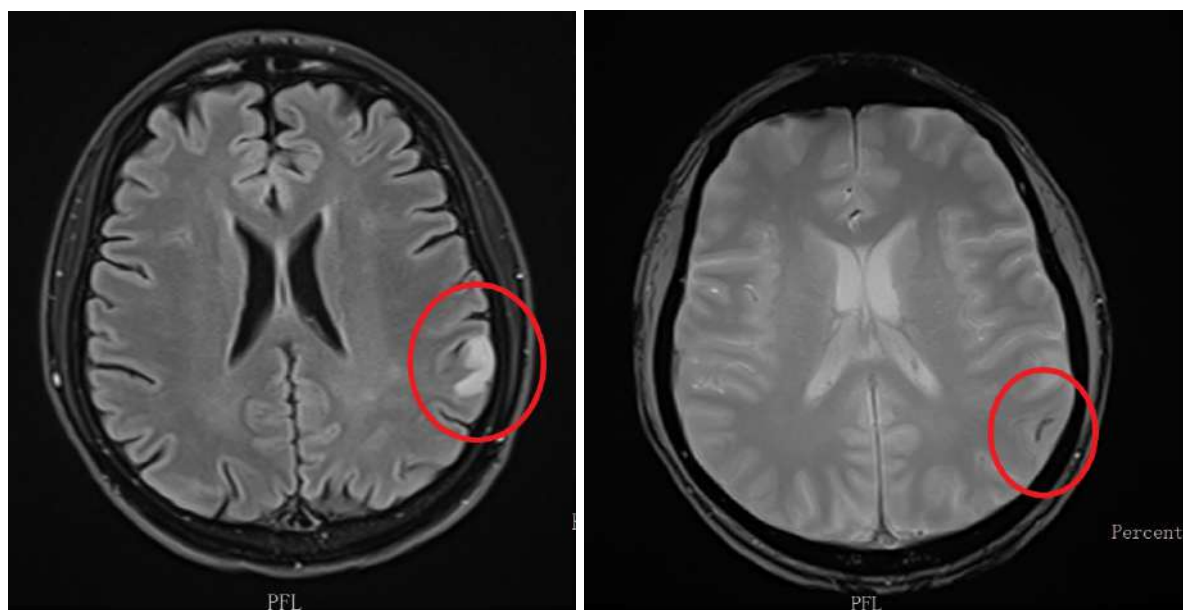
IRM cérébrale, coupes axiales, séquences T1 puis T2 : AVC ischémique.
